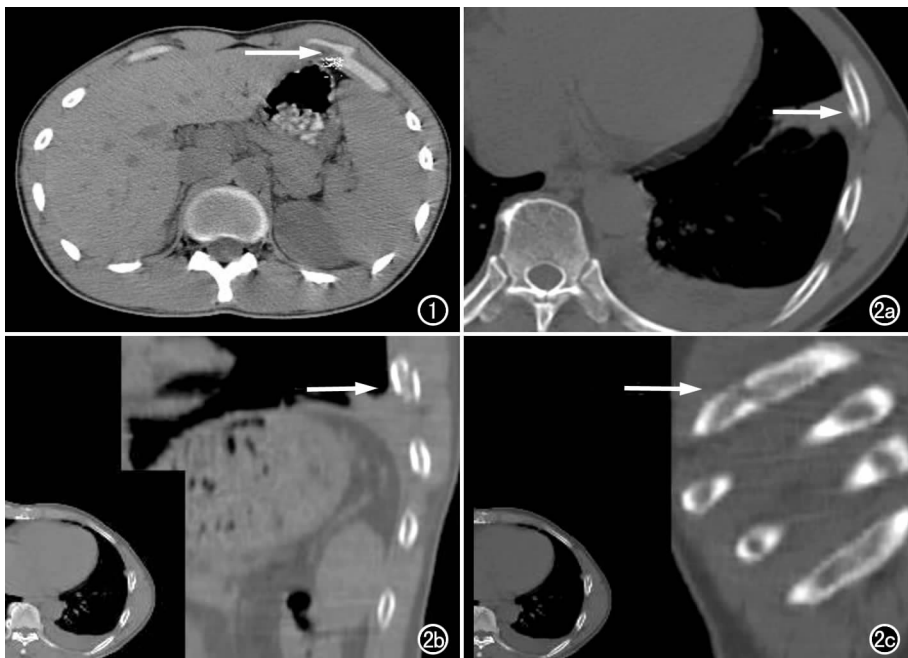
横断位 CT 扫描显示左侧第 10 肋软骨骨折(箭)。图2 CT 显示左侧第 9 肋骨骨折(箭)伴左侧胸腔积液。a) 横断位; b) 冠状位; c) 斜矢状位重组。
